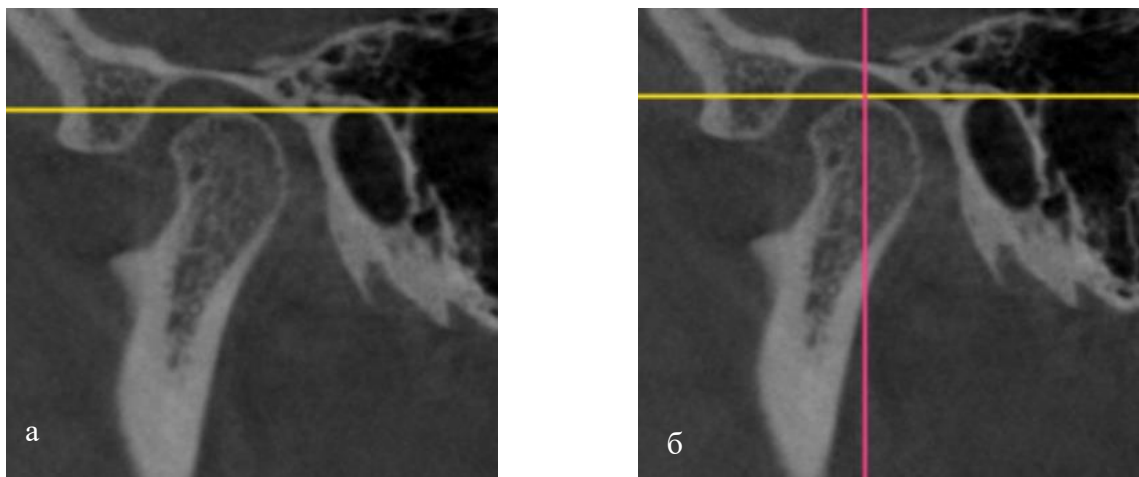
Конусно-променева КТ СНЩС, сагітальна площина зліва: зображення лінії до найбільш виступаючого краю голівки (а), перпендикуляр на верхню частину суглобової ямки (б).
